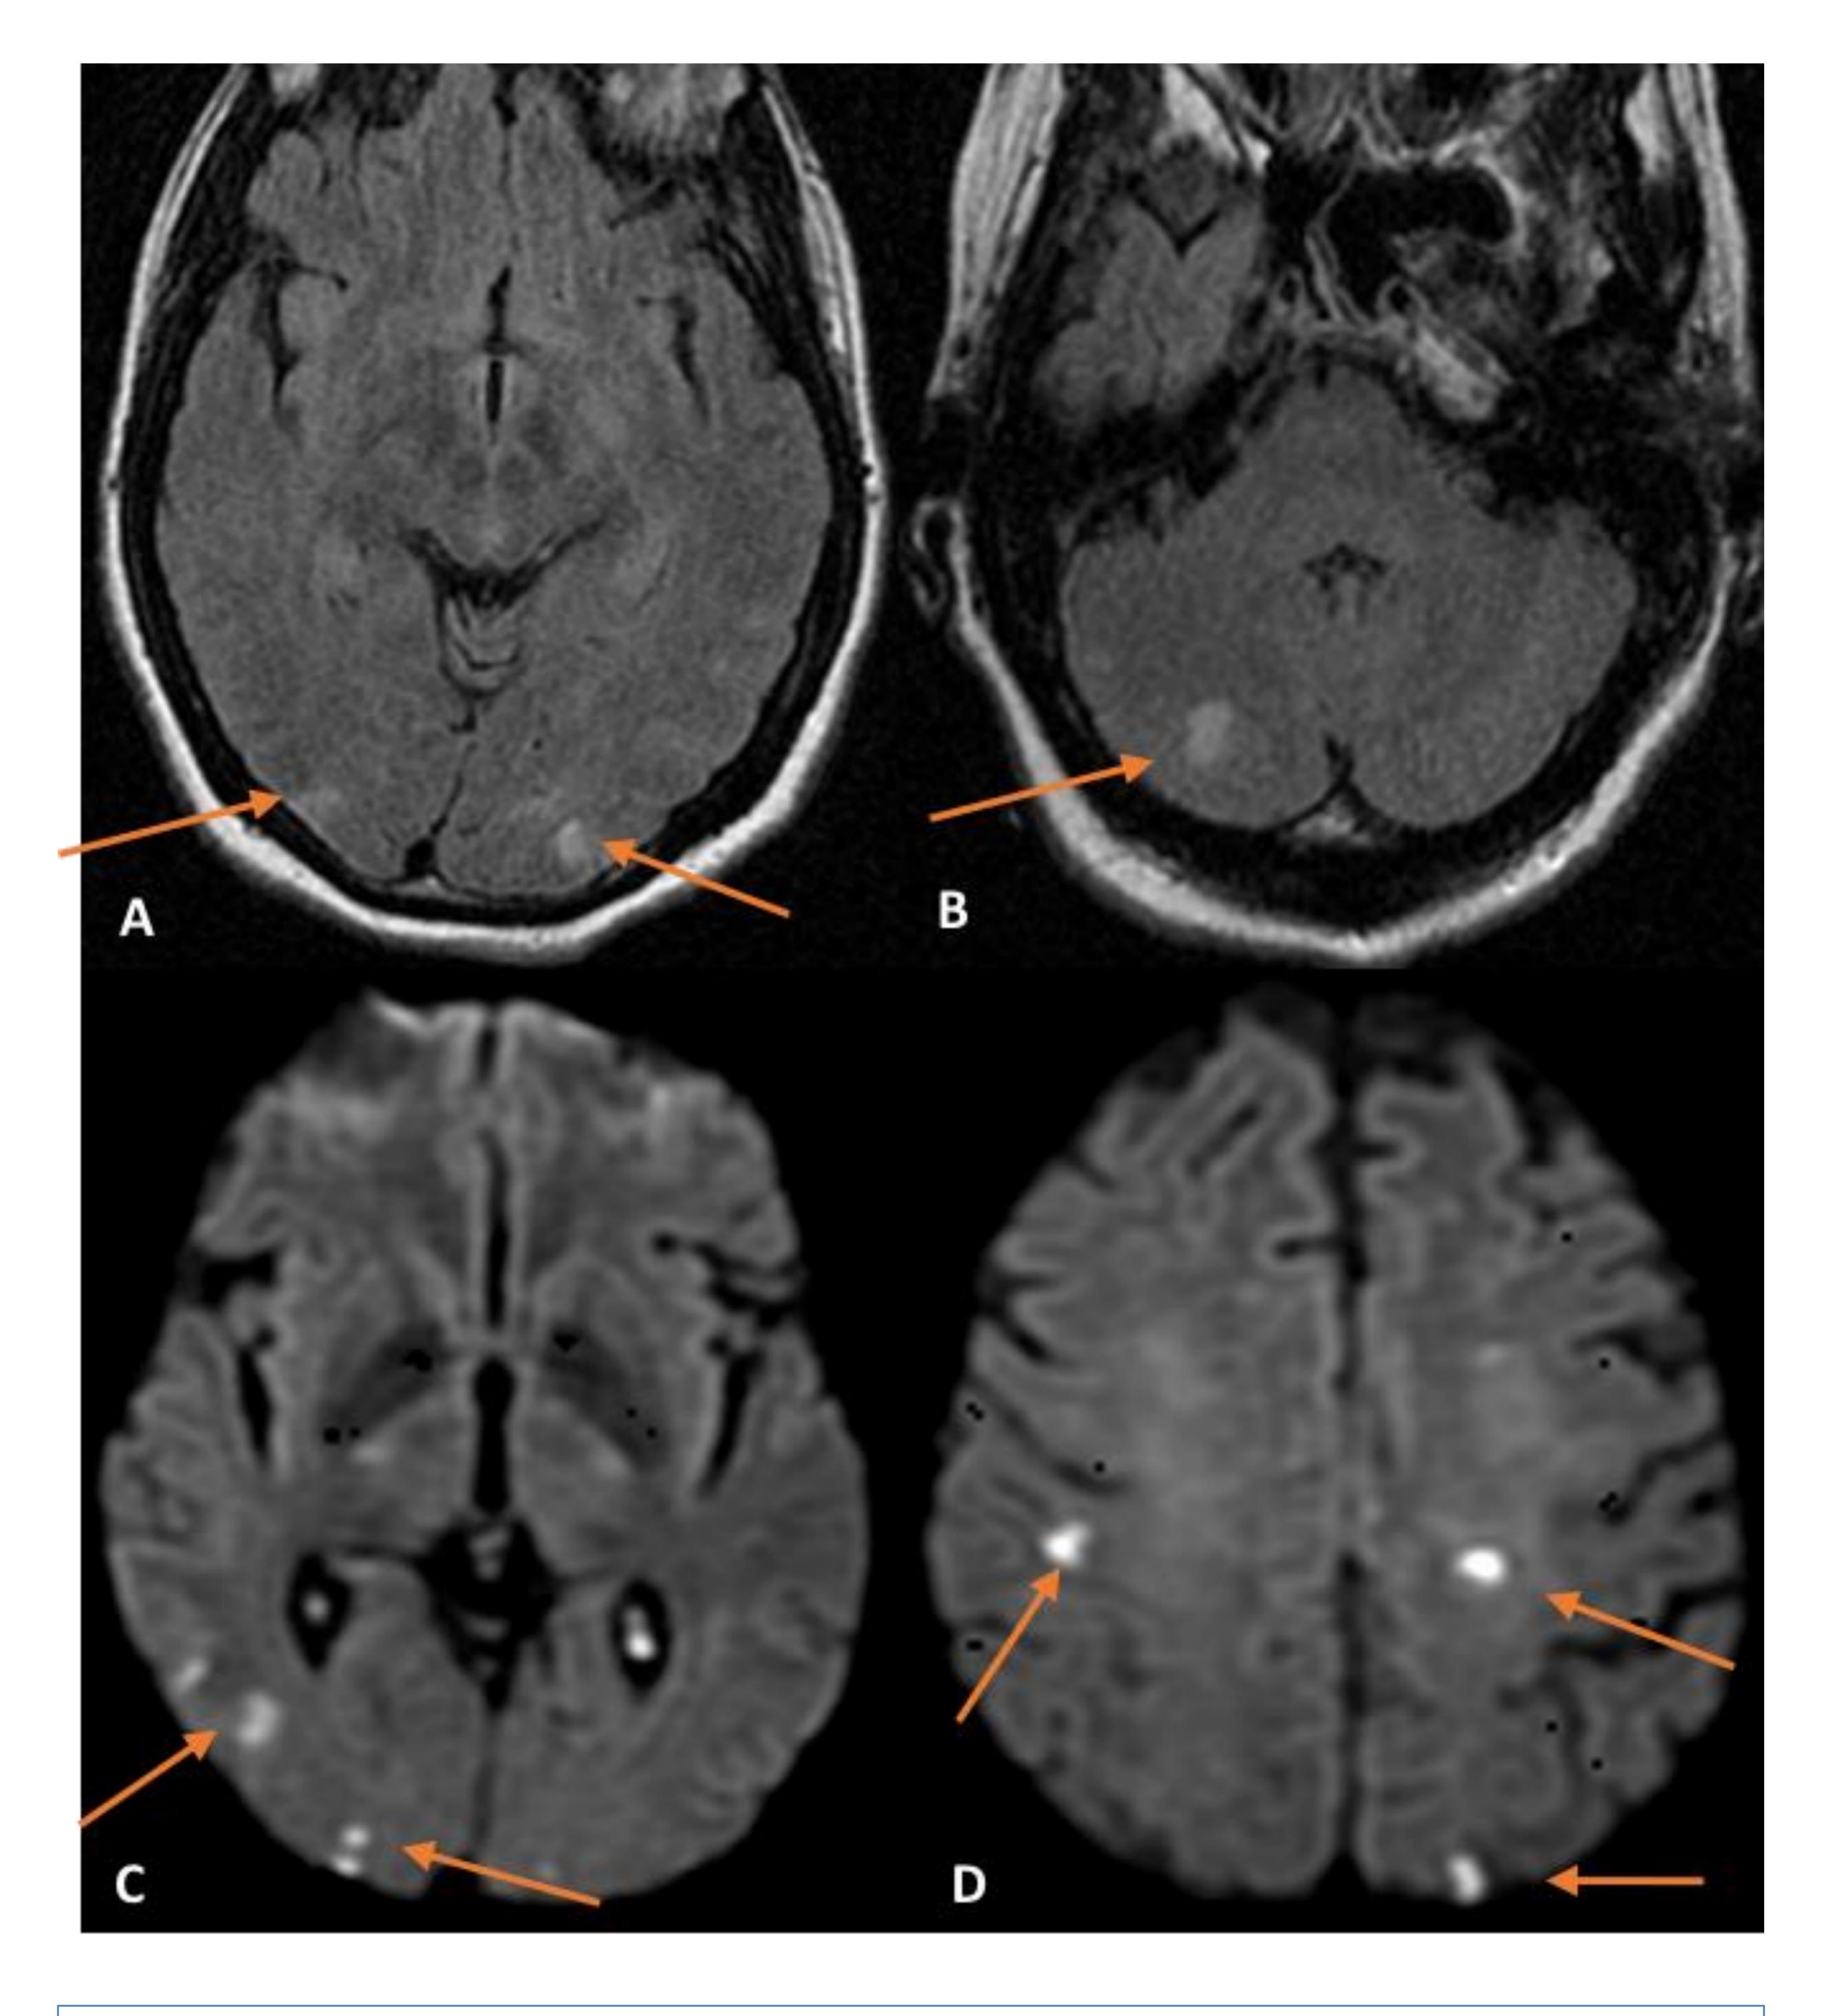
Caso de infarto embólico múltiple. Varón de 58 años con EPOC se sometió a TP bilateral. Tres años después del trasplante (fibrilación auricular recién diagnosticada) presentó un déficit motor agudo en la extremidad superior derecha). A-B (FLAIR axial), C-D (Difusión): múltiples focos hiperintensos corticales y subcorticales occipitoparietales (flechas). Algunos de estos focos restringen en la difusión (flechas), y son compatibles con infartos agudos.
